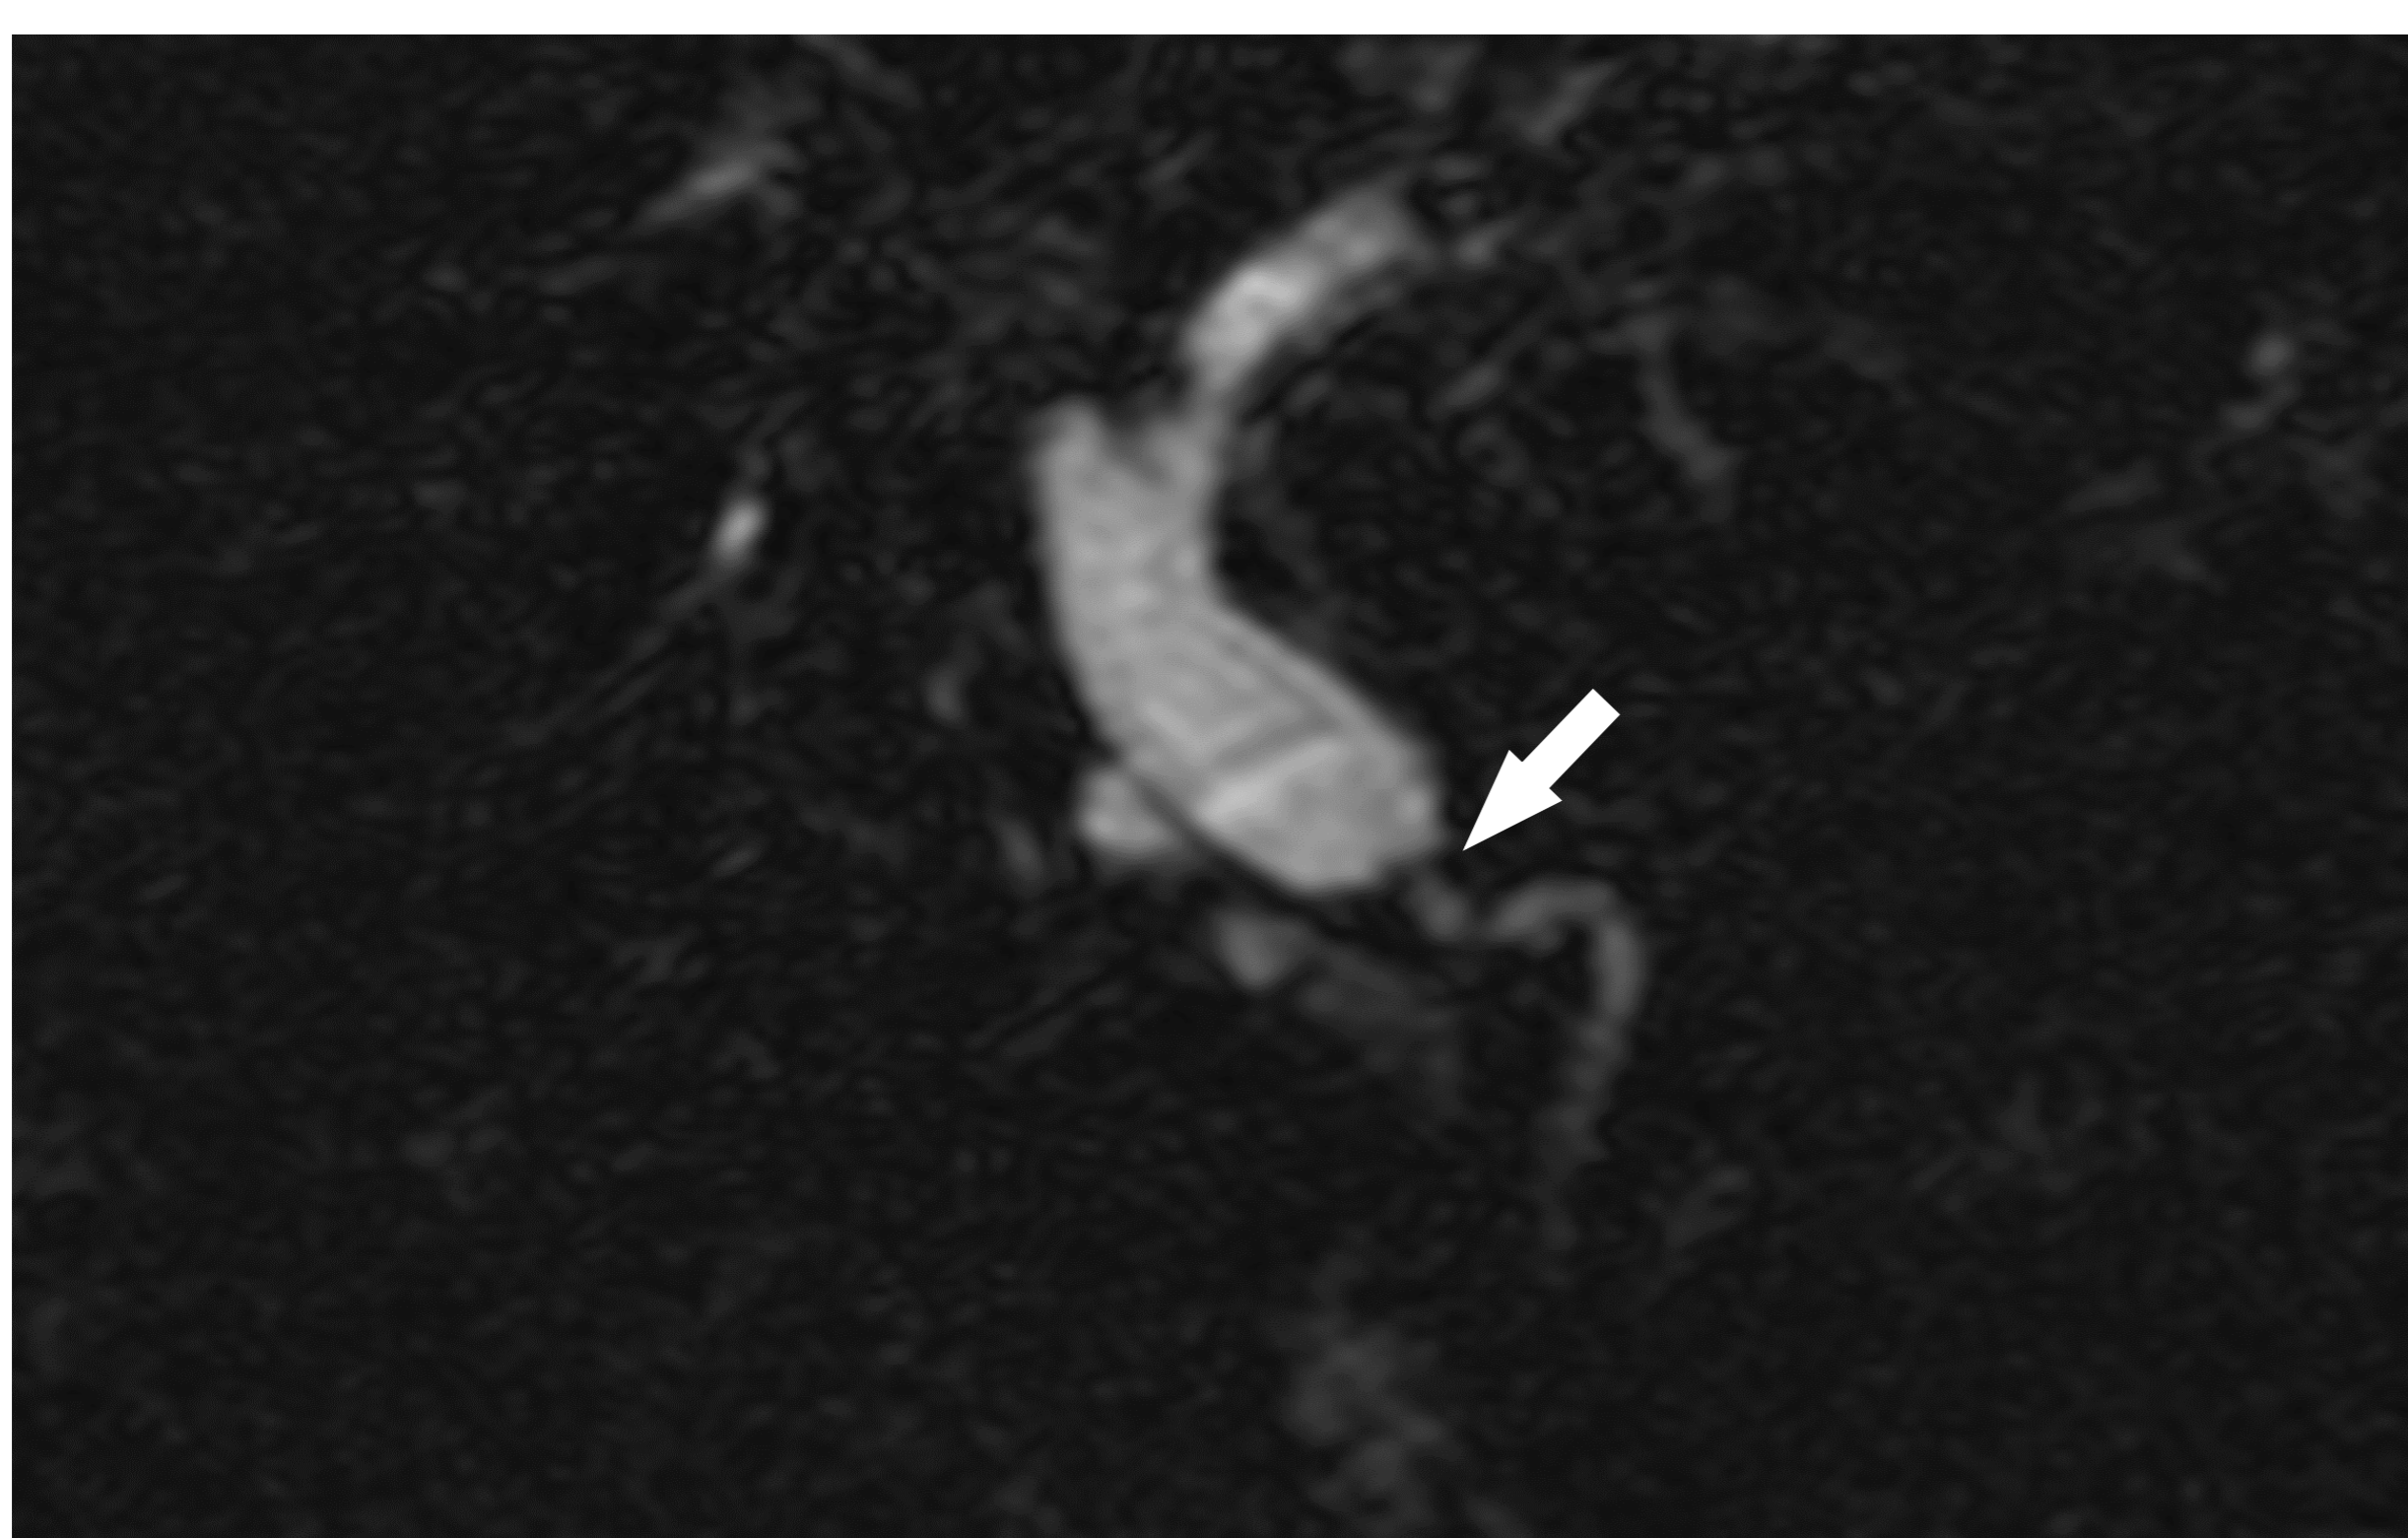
Estenosis de la anastomosis biliar en colangio-RM (coronal, máxima intensidad)
